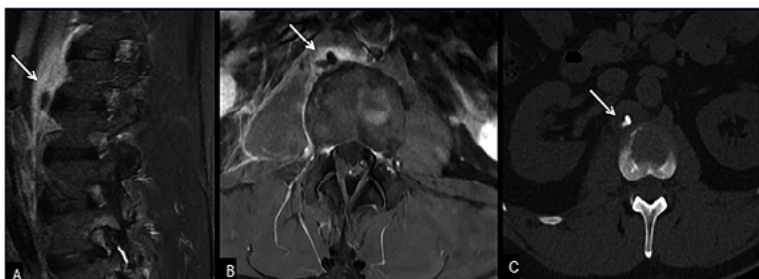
Paciente masculino de 56 años consulta en el servicio de urgencia por lumbalgia, se sospecha cólico renal con Pielografía normal. Se complementa el estudio con RM de columna lumbar. A). Secuencia T2/STIR sagital muestra aumento de la señal de la crura diafragmática derecha con una imagen hipointensa en su espesor (flecha); B. Secuencia T1 con contraste axial muestra marcado realce muscular adyacente (flecha); C. En una imagen axial de la Pielografía realizada confirma el depósito de una gruesa calcificación en la crura diafragmática derecha.
